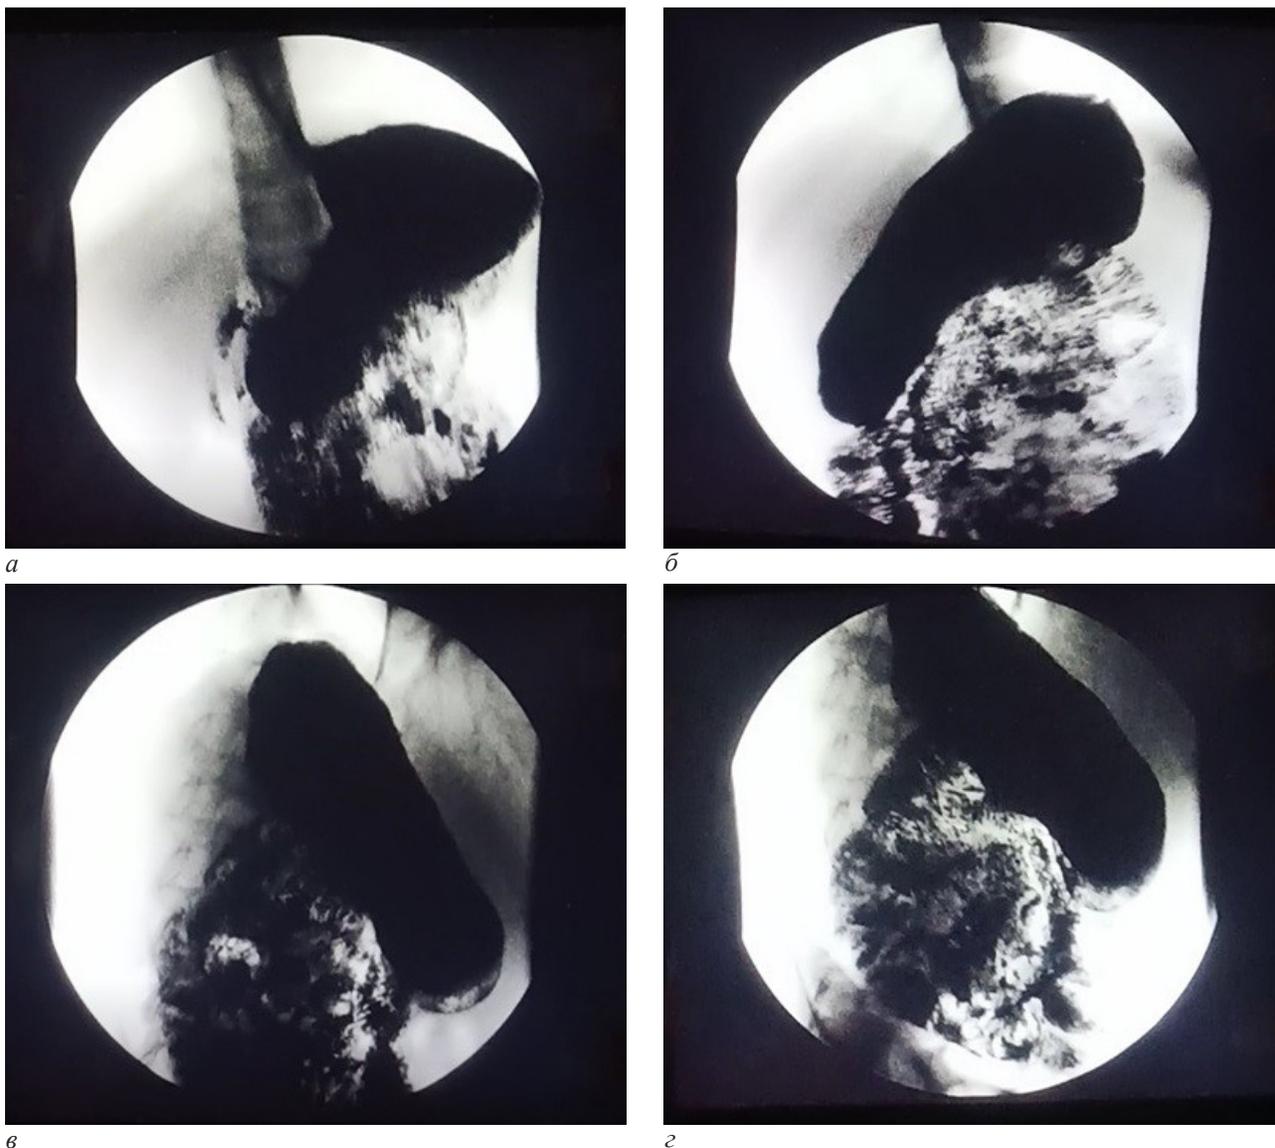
Рентгеноскопия/графия желудка и ДПК ребенка А., 9 лет: а, б – в прямой проекции через 2 и 5 минут после введения $BaSO_4$; в, г – в левой боковой проекции через 10 и 15 минут после введения $BaSO_4$: замедлена эвакуация из ДПК, петли тонкой кишки локализируются в верхних левых отделах брюшной полости
